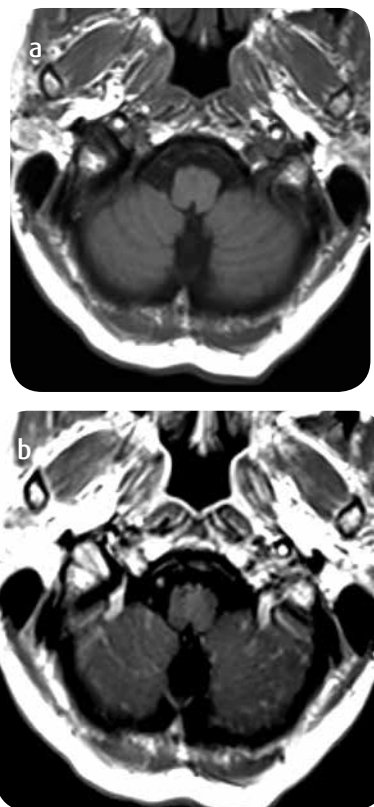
Criptococosis en paciente con diagnóstico de VIH. RM con información T1. a) Simple. b) Con medio de contraste: realce leptomeníngeo nodular en fosa posterior.
